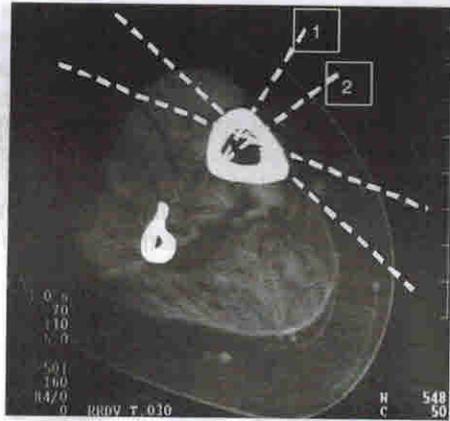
Томограмма диафиза правой голени больного ахондроплазией с указанием схемы проведения спиц (1, 2 — консольные спицы)
